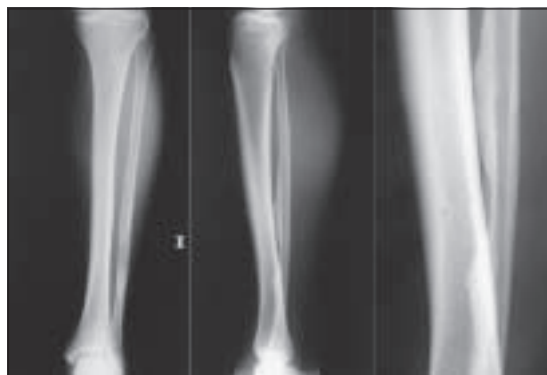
Radiografías ántero-posterior y lateral de pierna izquierda y acercamiento que muestra parte de las diáfisis tibial y fibular en proyección lateral.
